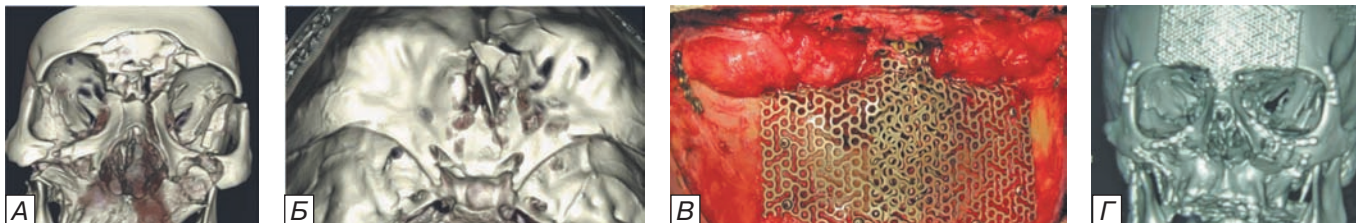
Компьютерные томограммы (А, Б, Г) и интраоперационная фотография (В) больной В., 45 лет. Панфациальная травма. Повреждение назо-этимоидального комплекса 3 типа. Оскольчатый перелом стенок лобной пазухи; В) краниализация лобной пазухи с восстановлением контура передней стенки титановой конструкцией с остеосинтезом назо-этимоидального комплекса.
